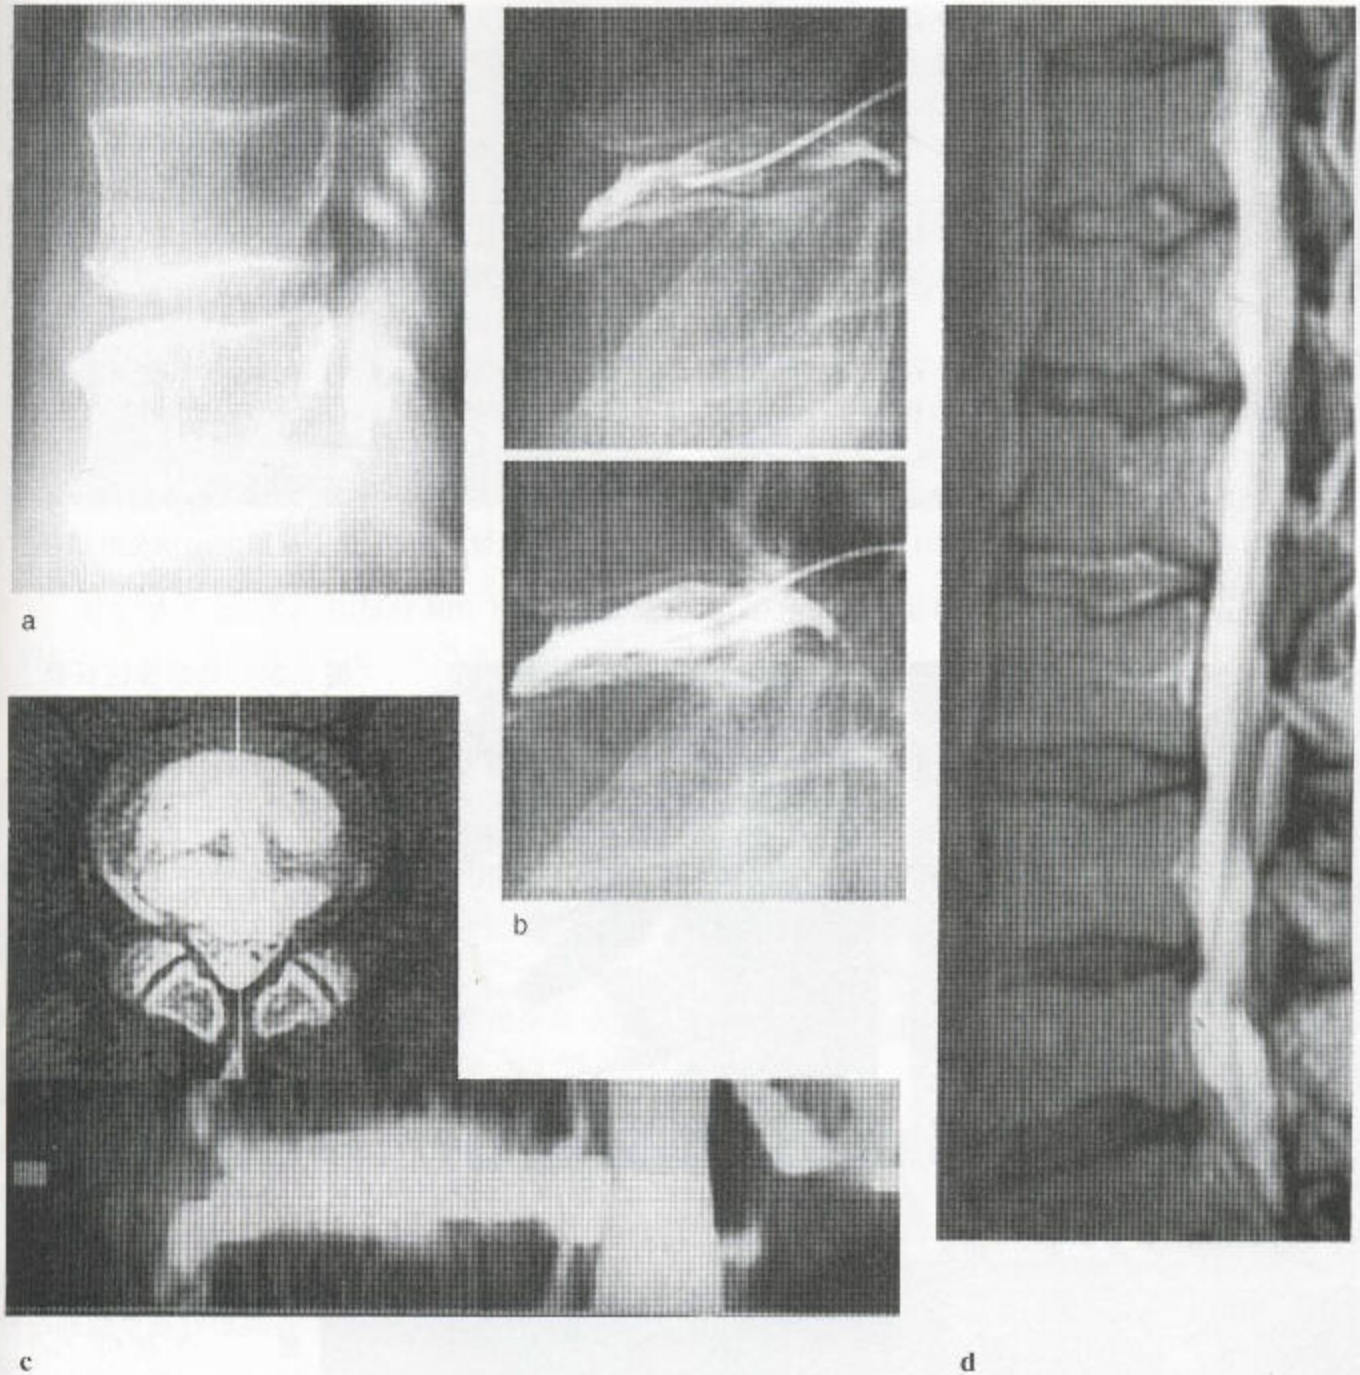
腰椎间盘退变 (a) 初步体层摄影片显示已狭窄的 $L_{4/5}$ 椎间盘前方有一小的爪形骨刺，并伴 L_4 的轻度后向滑脱。(b) 椎间盘造影片显示纤维环前部有一大的撕裂伤，造影剂蔓延并潴留于下面的爪形骨刺上。纤维环后部也有一撕裂伤和椎间盘突出。有血管充盈，提示椎间盘周围有炎症改变。(c) CT 椎间盘——神经根造影证实了上述椎间盘后突合并对不透光性鞘膜腔前部的压迫，以上这些既见于真正轴位像又见于矢状位重建像。此外，瞧，造影介质经前下流向这个爪形骨刺，并漏进邻近的终板。(d) 在矢状位 T_2 加权 MR 序列上，最下面的三个椎间盘高度和信号降低，最下面两个层面上还有椎间盘后突。
